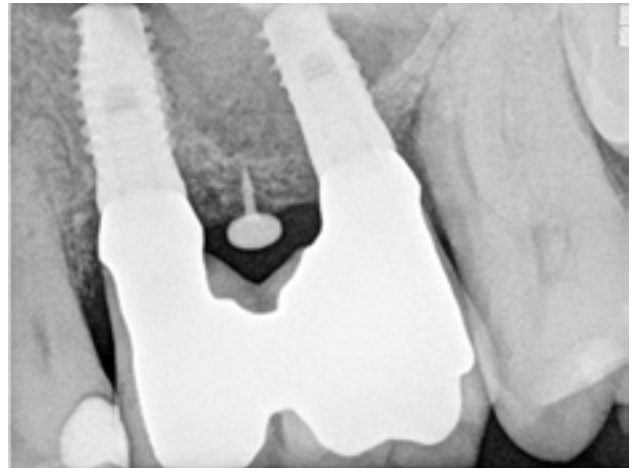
Radiografía de control a los 6 meses de seguimiento del caso 1.
